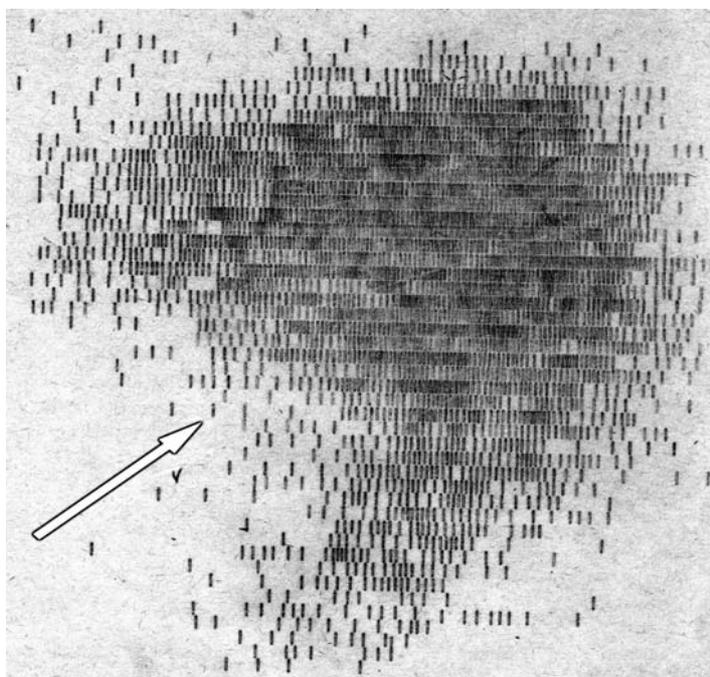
Сцинтиграмма при гемангиоме печени на фоне описторхоза. Участок резко сниженного накопления радиофармпрепарата в правой доле печени.
